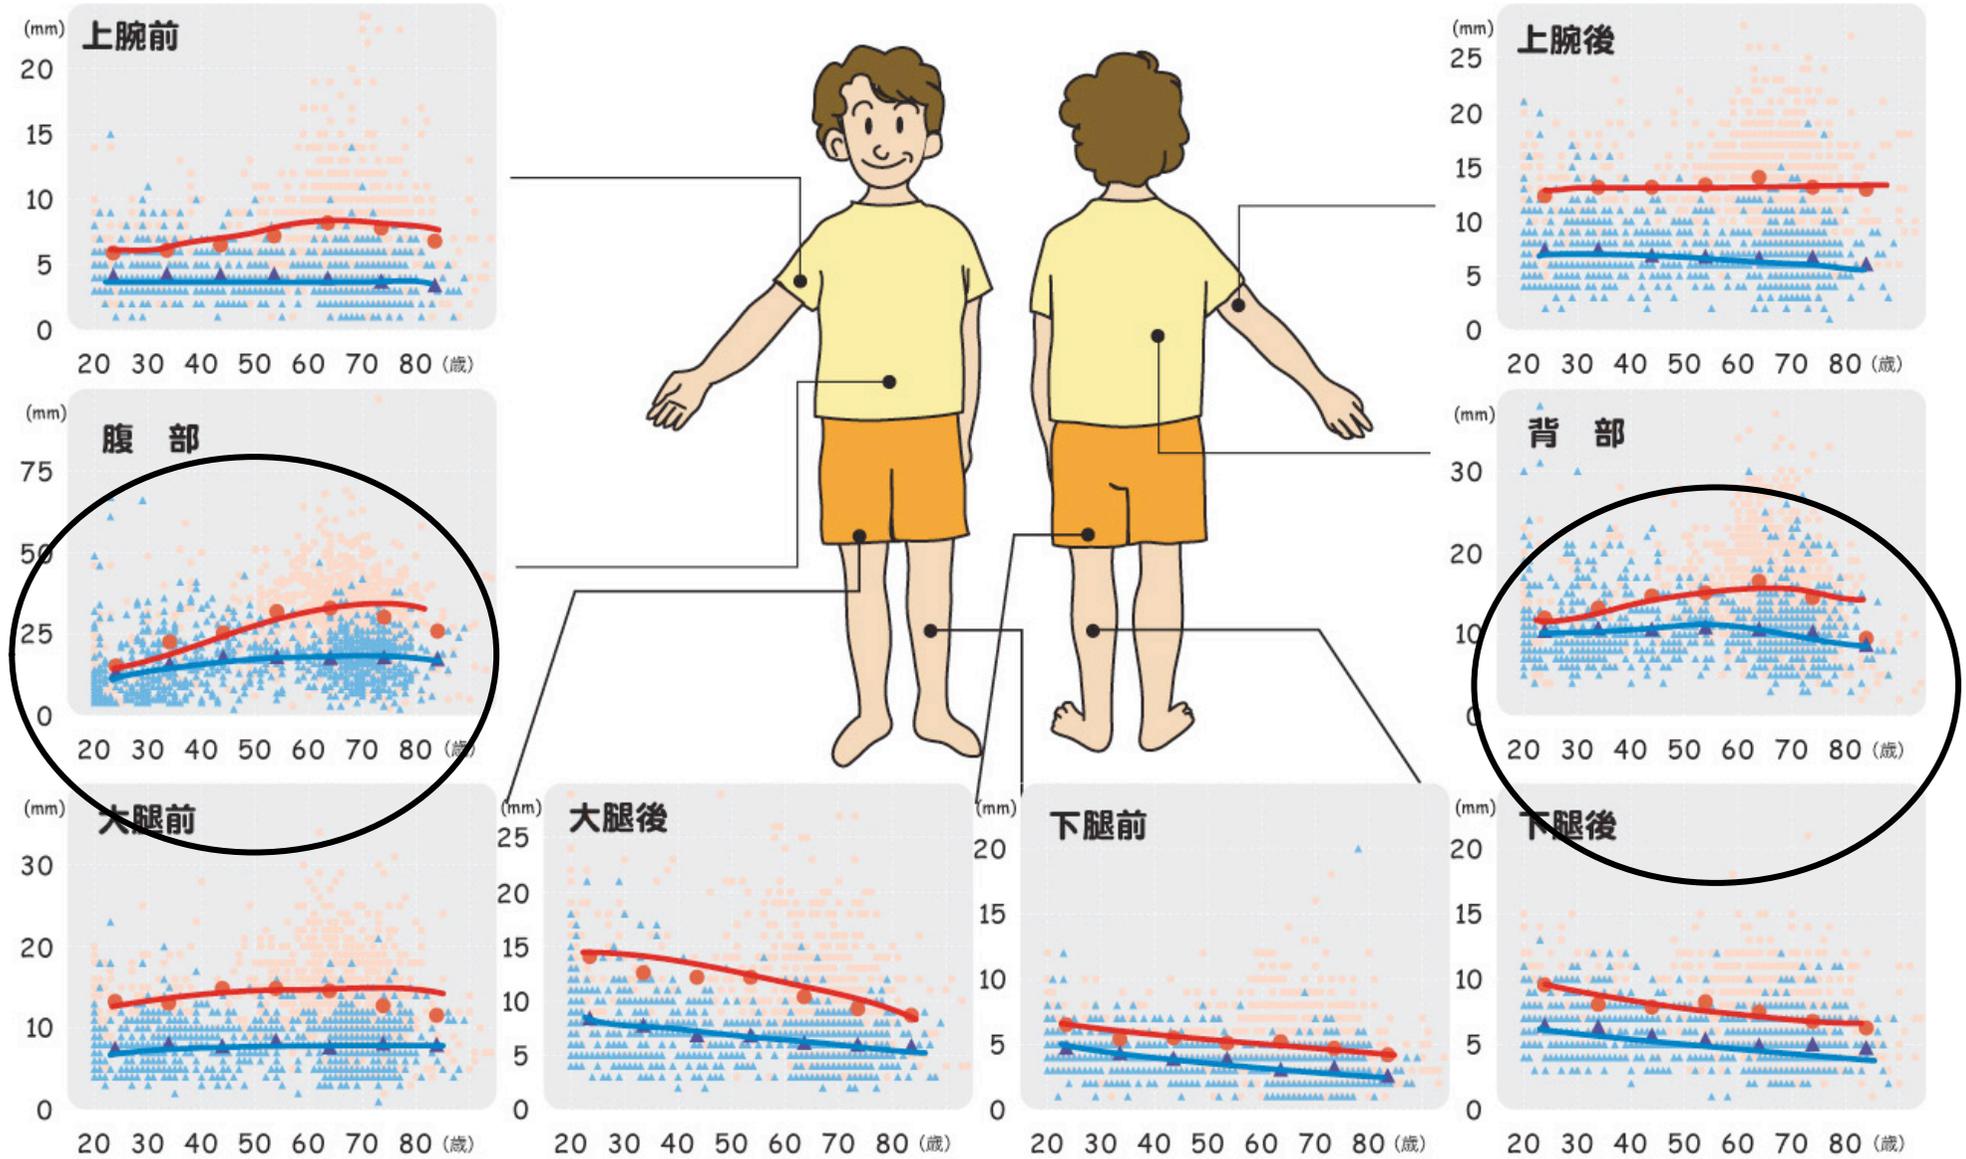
超音波法により測定した身体各部位の皮下脂肪厚に見られる性年齢別変化
